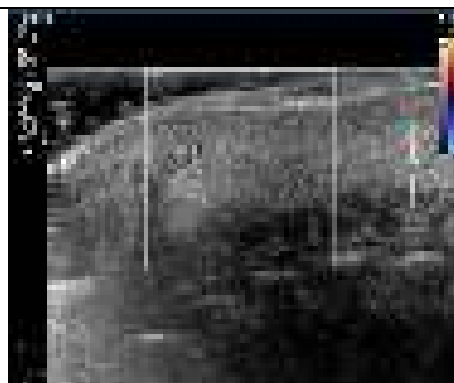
(Г). УЗИ рубца после «лазерной» дермабразии
